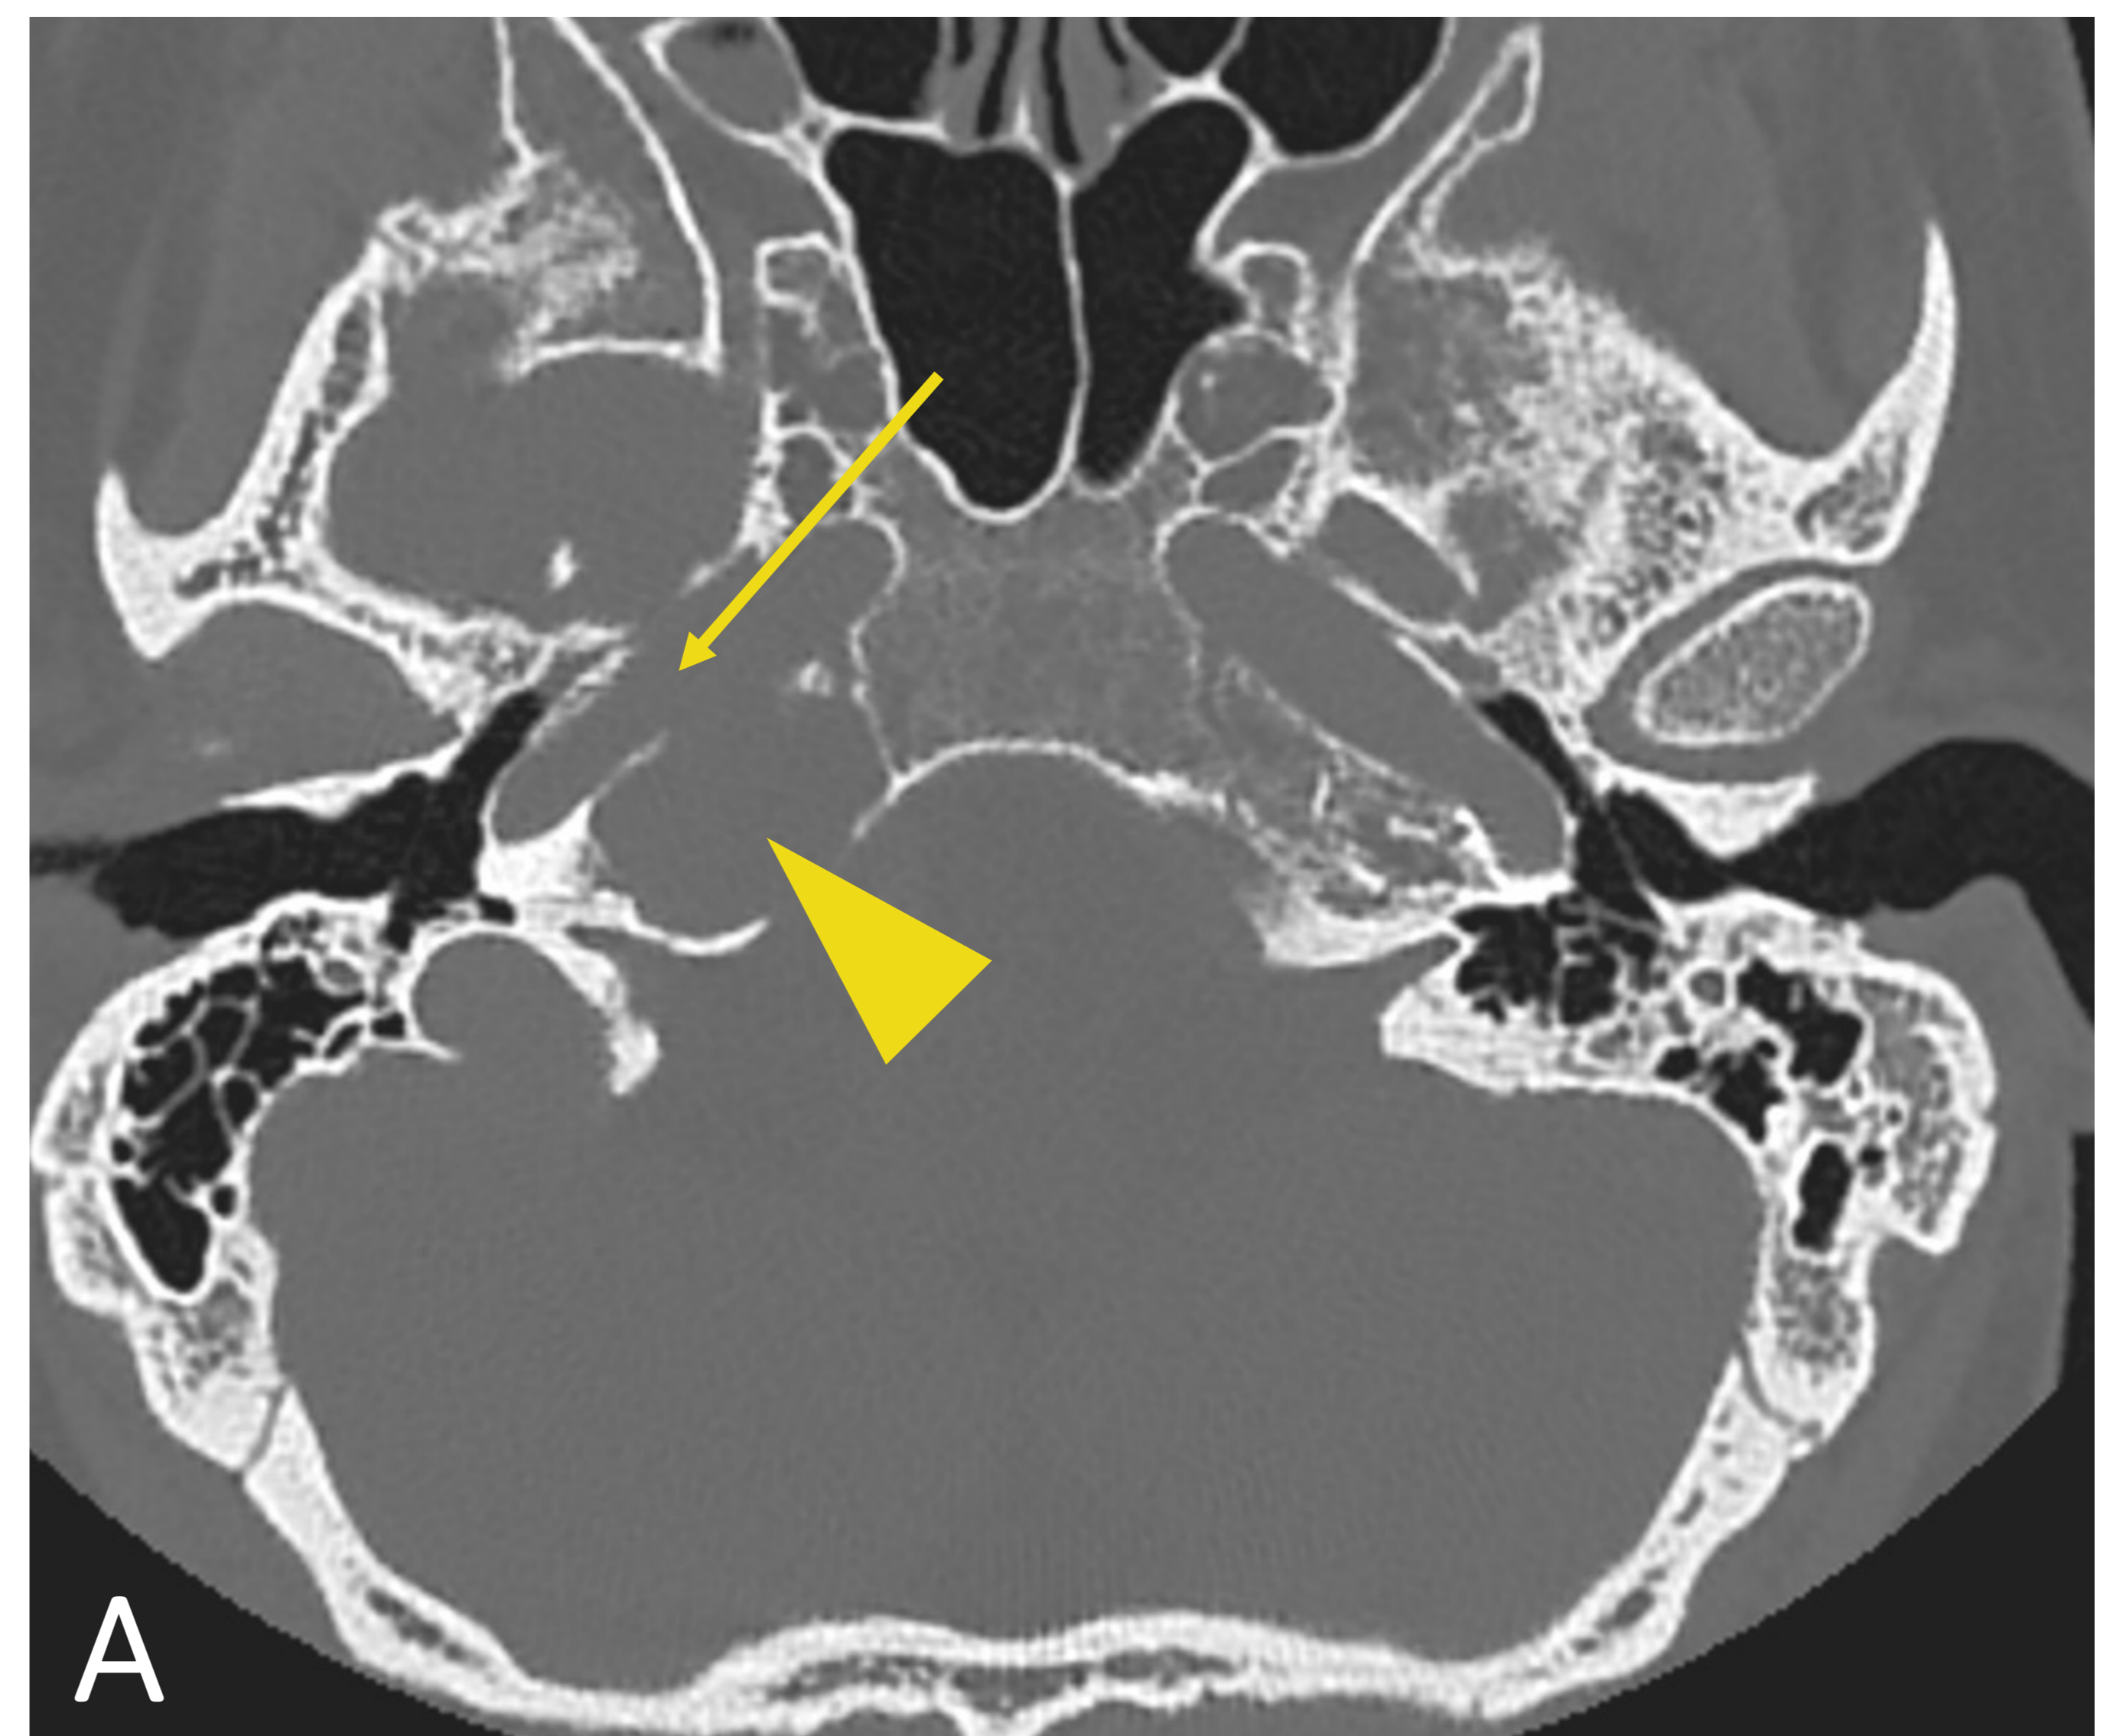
TC axial. Lesión osteolítica en peñasco derecho (cabeza de flecha) con remodelación ósea de la pared posterior del canal carotídeo (flecha)
